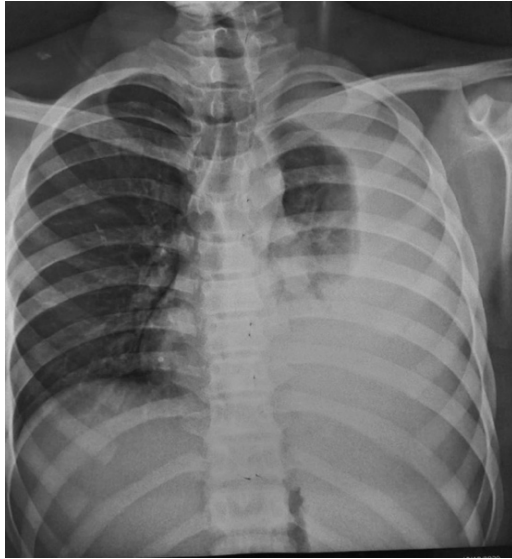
Radiographie de thorax de face montrant une pleurésie tuberculeuse
